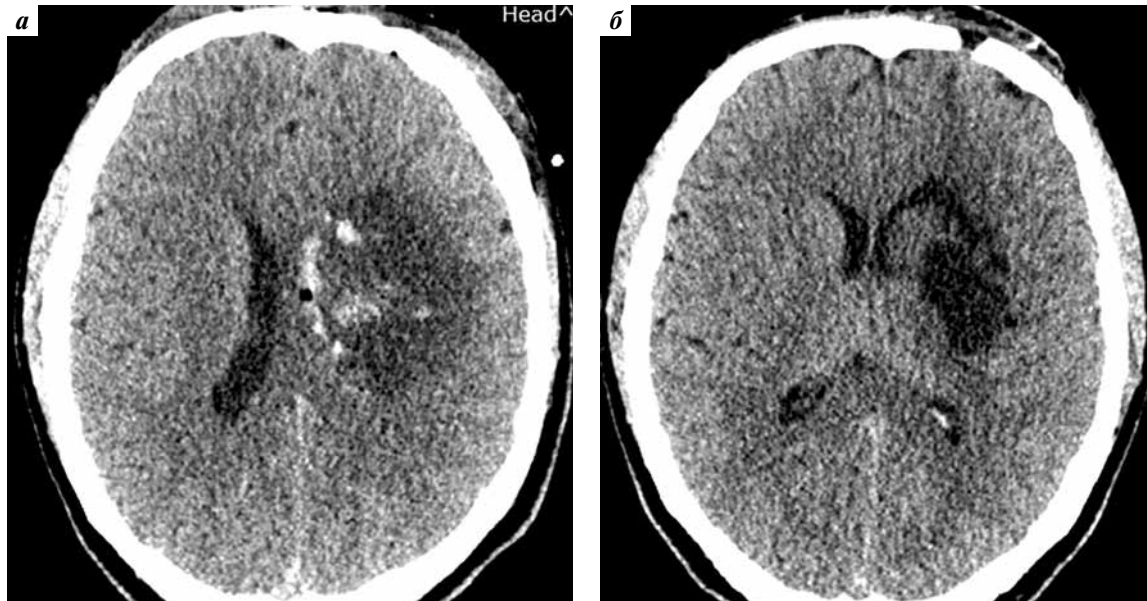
Компьютерная томография головного мозга пациента К. в аксиальной проекции: а – 36 ч после начала фибринолиза: поперечная дислокация – 4 мм; б – 7-е сутки от начала фибринолиза: тотальный лизис гематомы; поперечная дислокация – 2 мм
